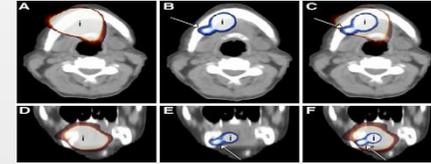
Imagen (A;D) que muestra la imagen por SPECT-CT axial. Imagen (B;E) que muestra la imagen por PET-CT en el mismo paciente. La imagen (C;F) muestra en la superposición como el ganglio está oculto en el punto caliente del SPECT-CT.
